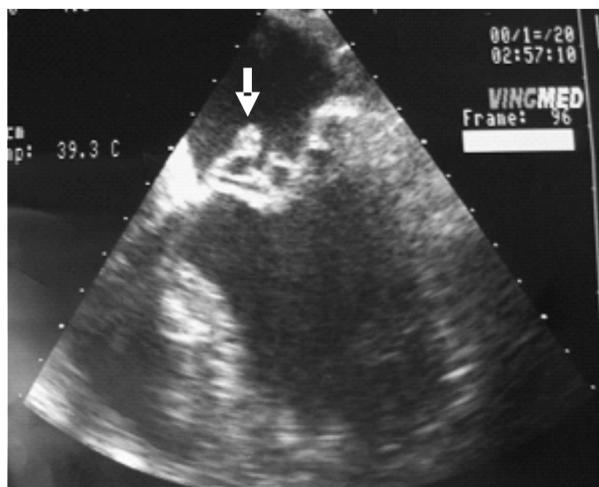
Ecocardiograma transesofágico, que muestra (flecha) la vegetación en valva anterior de la mitral.
